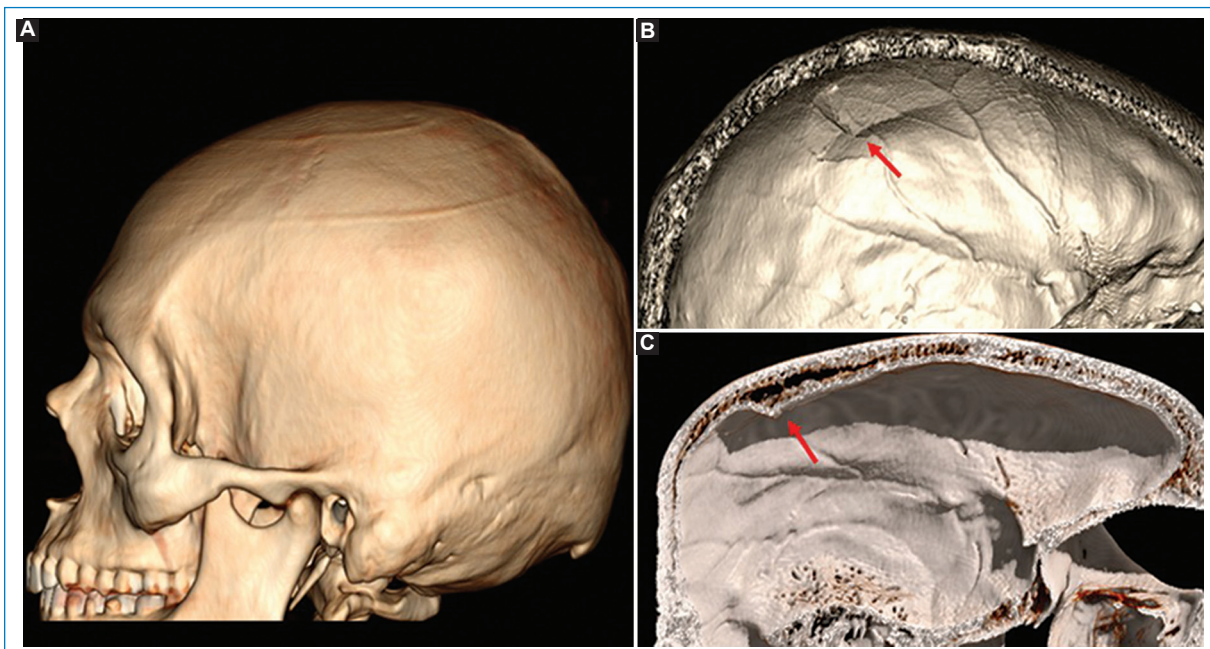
Reconstrucción tridimensional de TC de cráneo. (A) Se visualiza la indentación de la tabla externa del hueso parietal izquierdo. (B y C) Se señala la fractura deprimida de la tabla interna del hueso parietal izquierdo.
